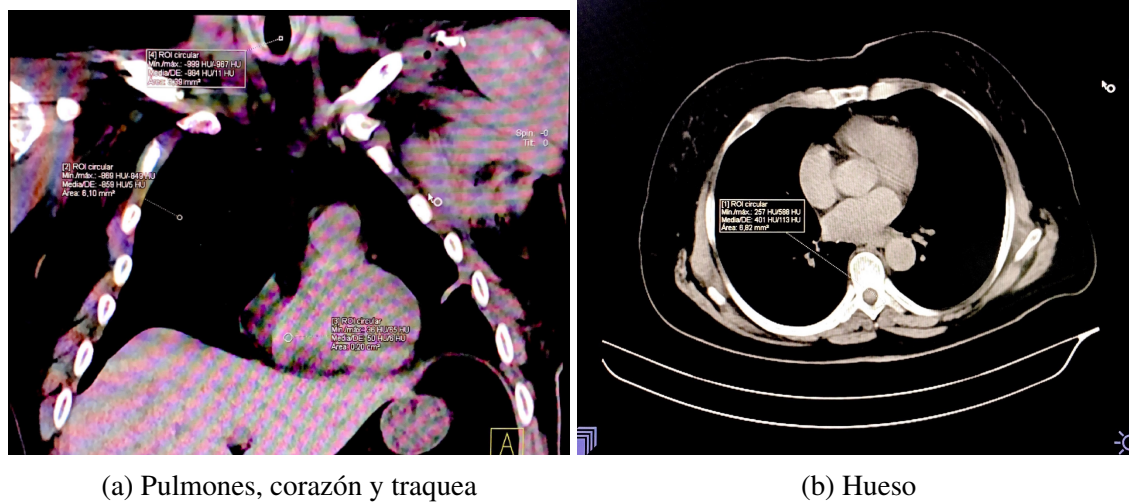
Tomografía paciente 4
